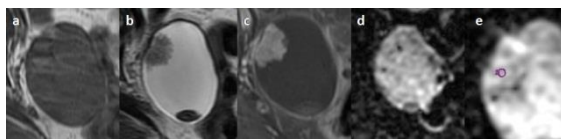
The MRI findings of serous papiller ovarian carcinoma in right ovary with irregular shaped solid component. The features of T1 weighted imaging (a), T2 weighted imaging (b), postcontrast fat saturation T1 weighted imaging (c), and diffusion restriction on DWI is seen. The measurement from solid component on ADC map reveals an ADC value of 0.67 x10⁻³ mm²/s (e).
